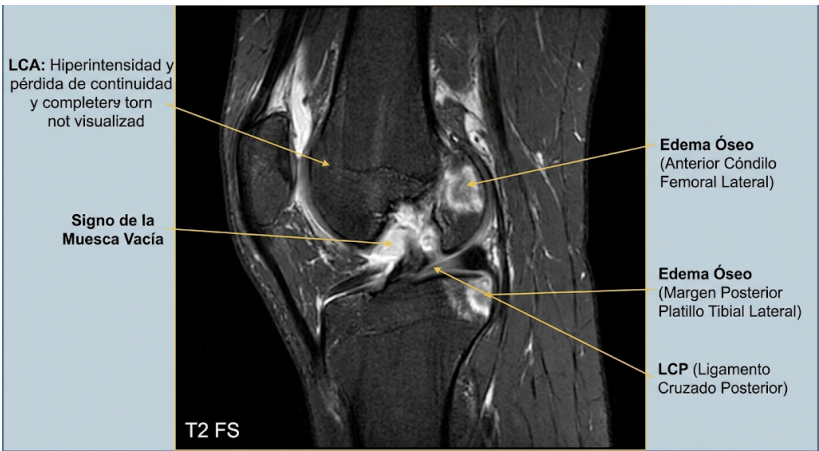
IMAGEN: Corte sagital de Resonancia Magnética de rodilla potenciado en T2 con saturación grasa (FS). La descripción visual debe mostrar hiperintensidad (edema) y pérdida de continuidad del LCA ("signo de la muesca vacía"), acompañado de edema óseo agudo (zonas blancas brillantes) en
